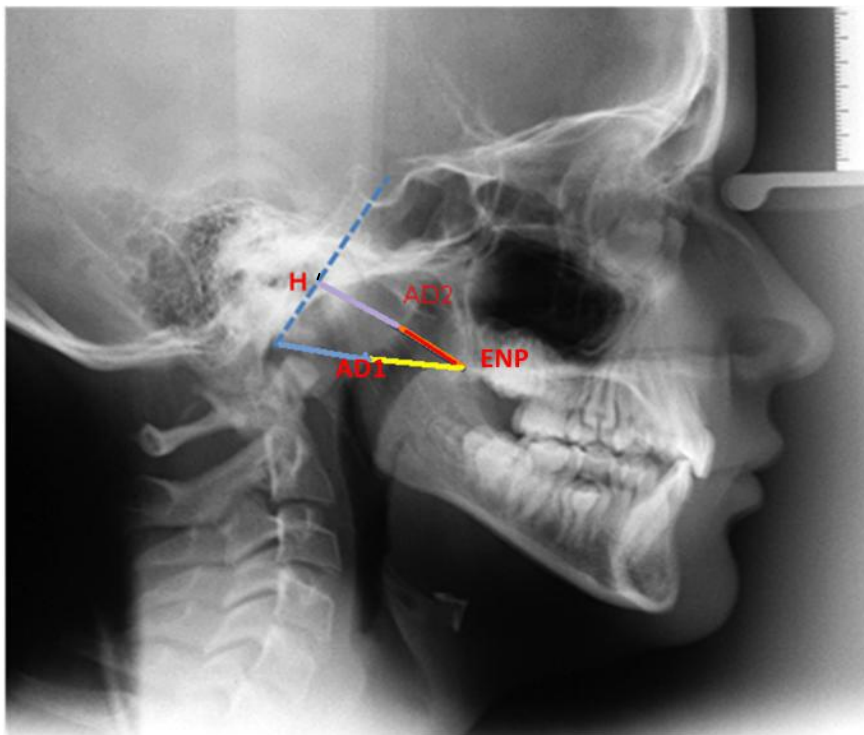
Radiografia cefalométrica em norma lateral mostrando as medidas descritas por Martin para avaliação da nasofaringe. ENP-AD1, AD1-Ba, ENP-AD2, AD2-H.
